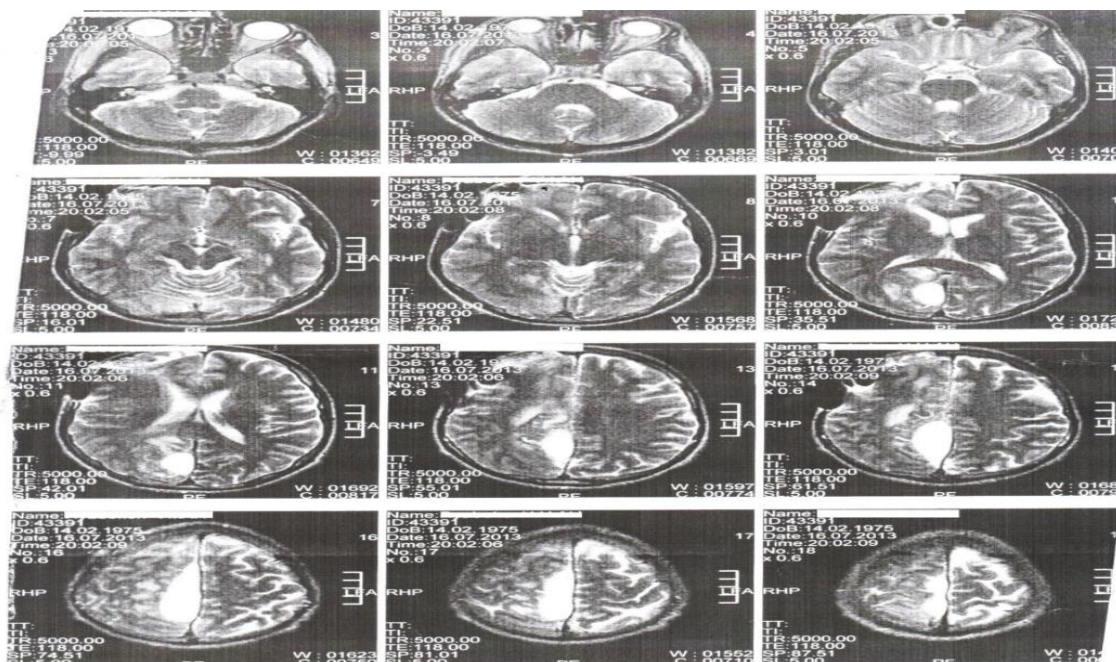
МРТ больного Р. после оперативного лечения
